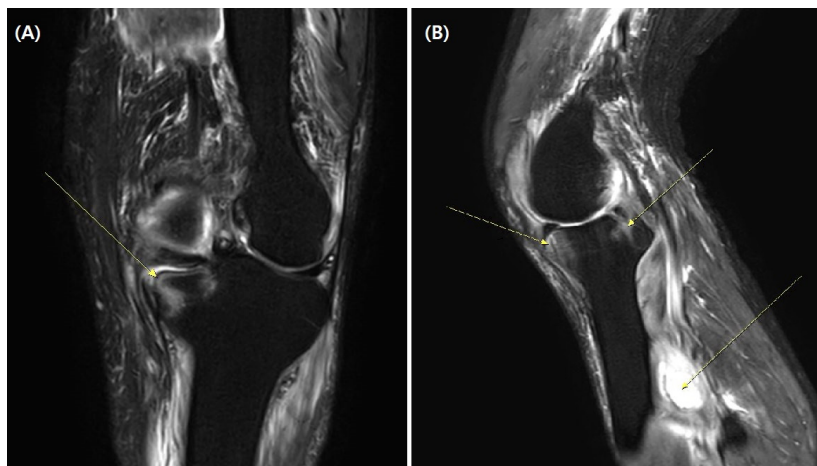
T2 weighted mDixon water only image of left knee joint MRI of the patient (A) on coronal view, (B) on sagittal view. MRI: magnetic resonance imaging.
